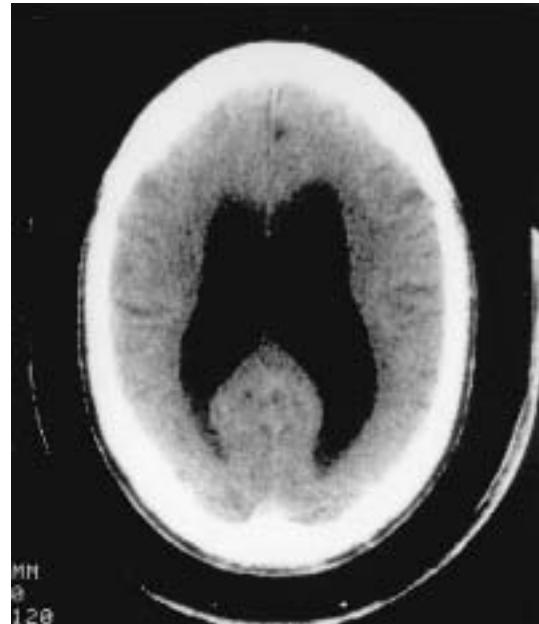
СПИД-дементный синдром. КТ головы, видны расширение желудочков и атрофия коры.
